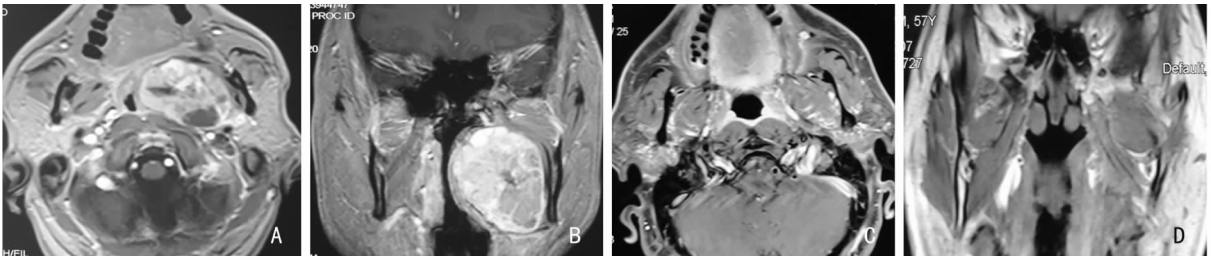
患者 3 MRI 强化水平位(A)和冠状位(B)显示左侧咽旁占位,不均匀强化,其内可见囊性变,颈内动脉推挤向后外;术后 1 年 MRI 强化水平位(C)和冠状位(D)显示未见肿瘤复发
